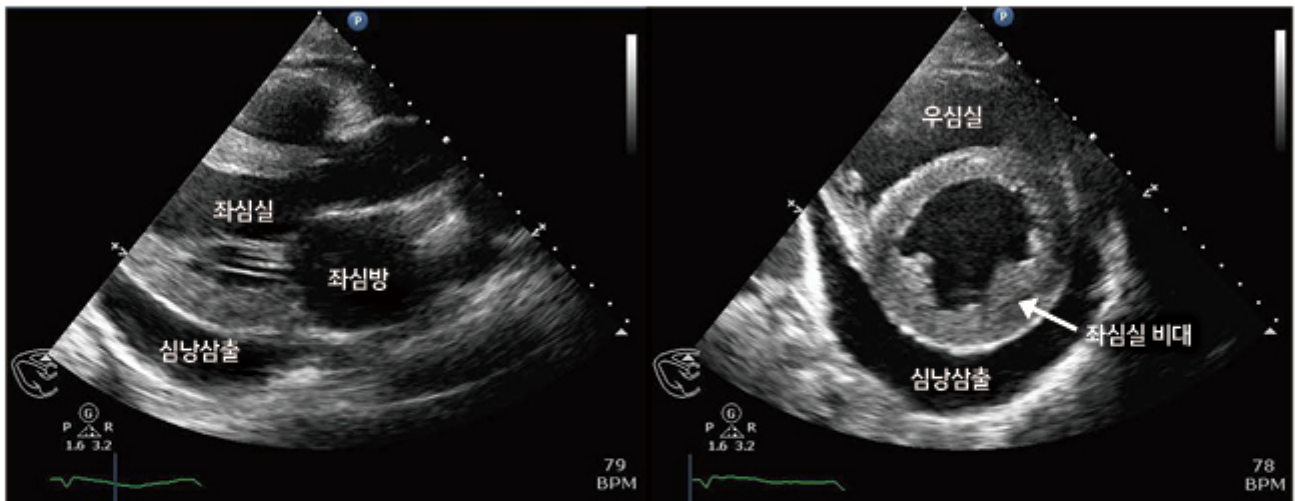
응급실 내원시 심초음파 소견. 좌심실벽이 두꺼워져 있으면 심낭삼출이 관찰됨.
